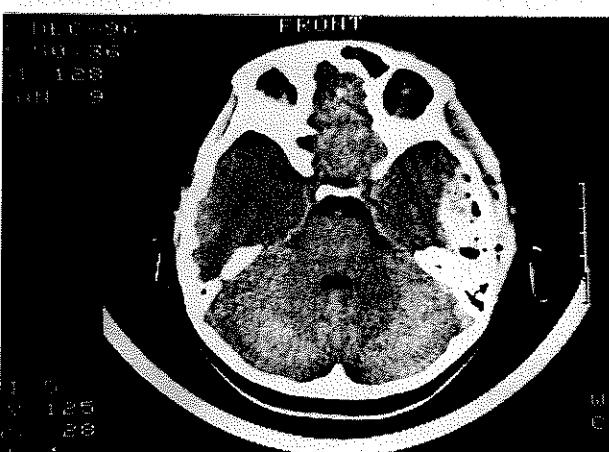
Resim I b: Travma sonrası 6. günde çekilen BT'de sol frontal yerleşimli epidural hematom izlenmekte
